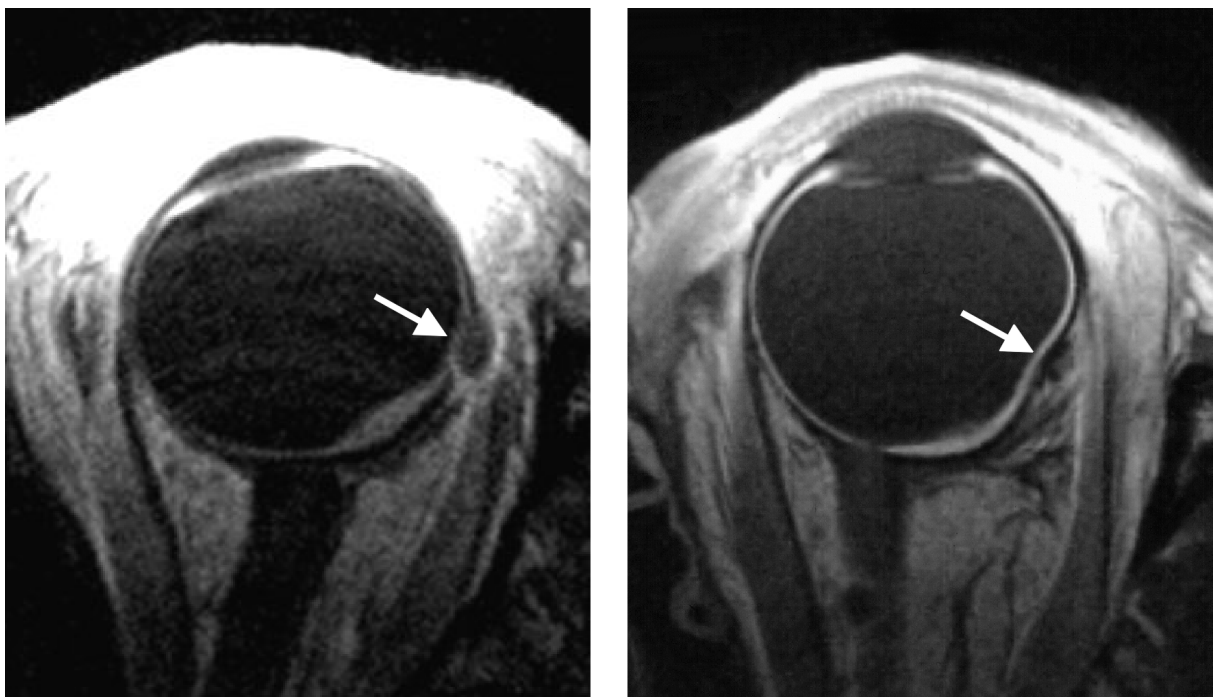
Magnetresonanztomographische in-vivo-Darstellung eines Tantalum-Clips (links) und eines Zirkonium-Clips (rechts) (jeweils T1-gewichtete Sequenz)
